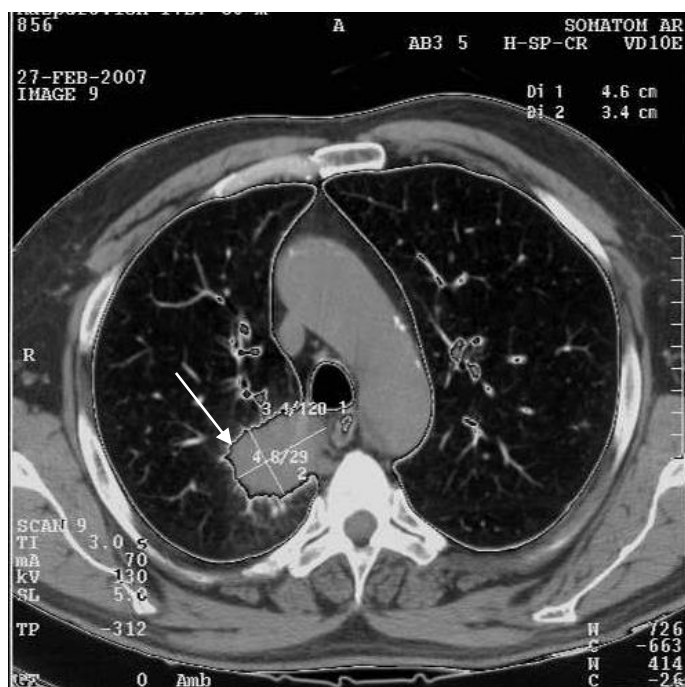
Компьютерная томограмма грудной клетки на уровне дуги аорты. В области бронха заднего сегмента верхней доли правого легкого определяется неправильной формы узловое образование размером до 5 см (стрелка). Центральный экзобронхиальный рак правого легкого
